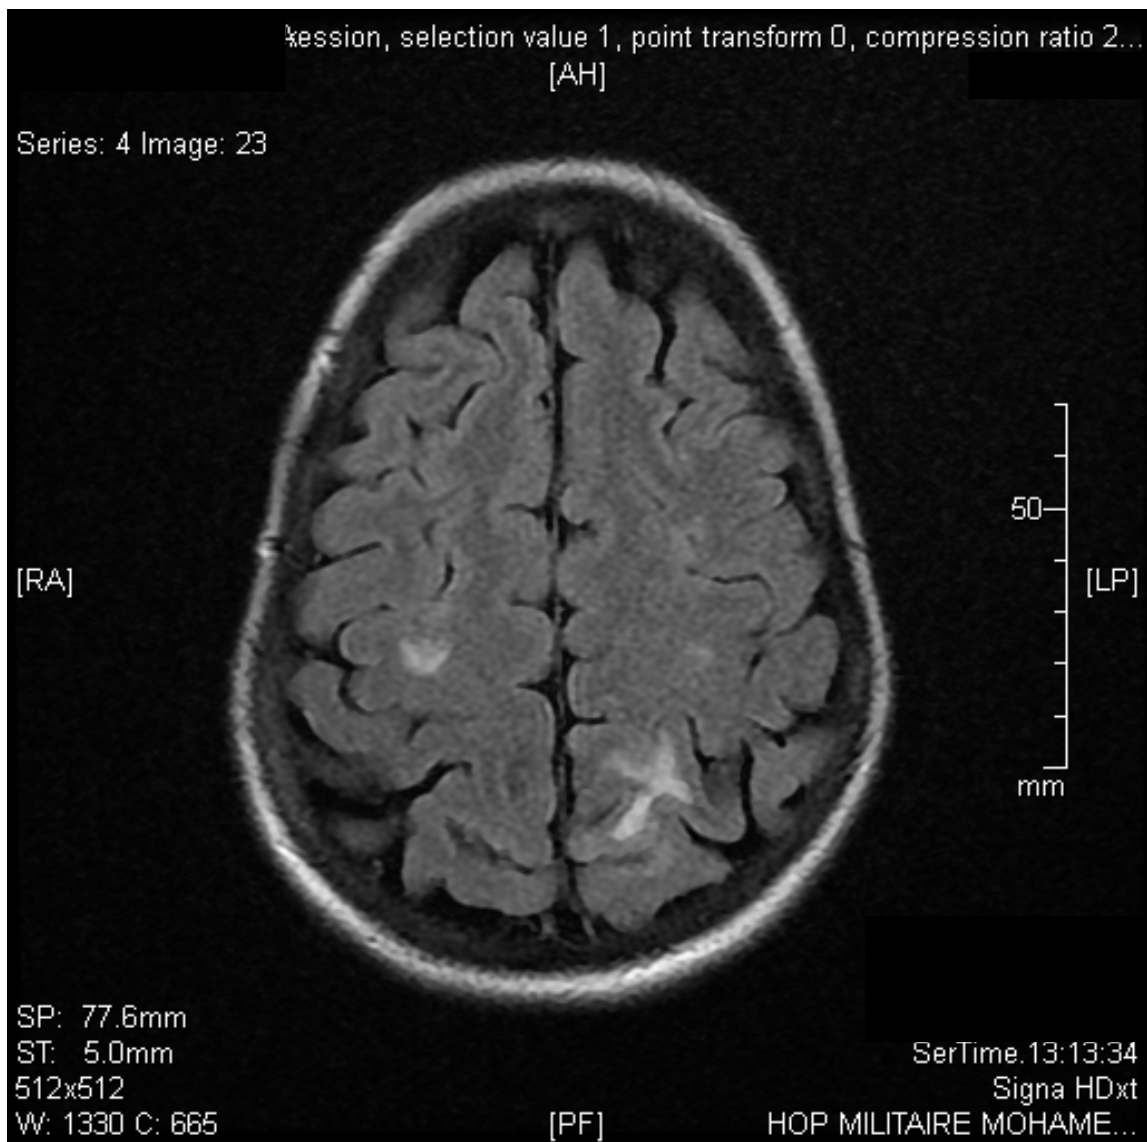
Imagerie par résonance magnétique (IRM) encéphalique, coupe axialeFLAIR:Hypersignaux de la substance blanche sous corticale au niveau frontal droit et pariétal gauche.
